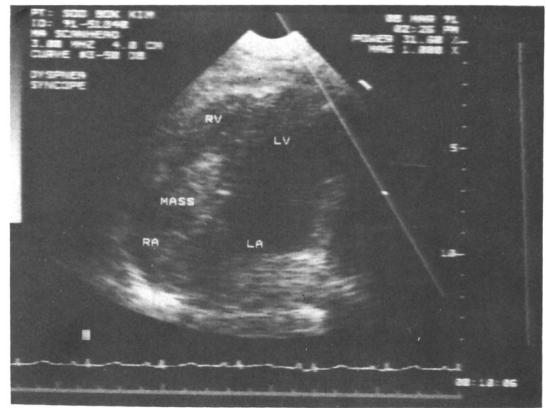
Echocardiographic apical four chamber view demonstrated the atrial mass obstructing the tricuspid valve.
